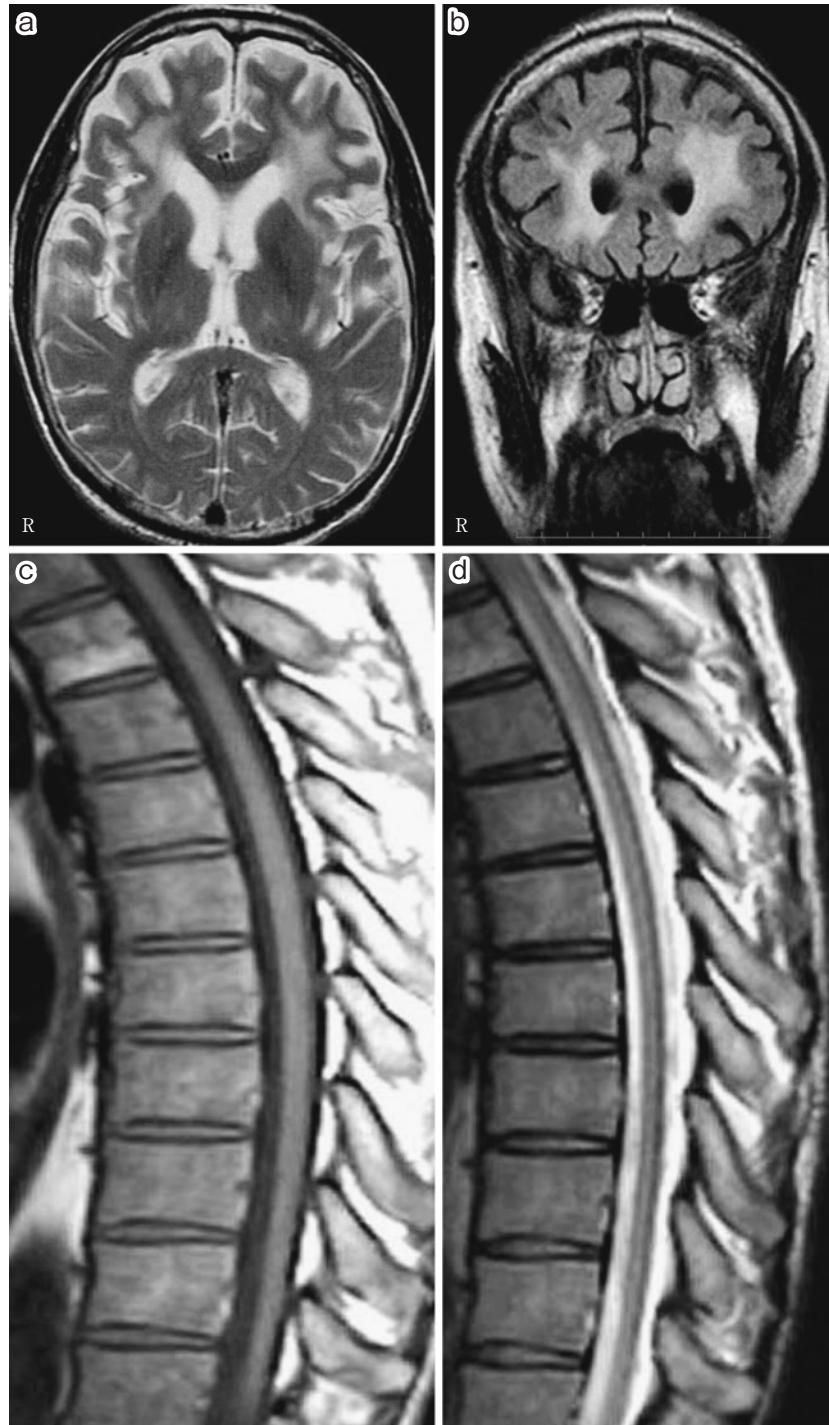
Brain MRI. Axial T₂-weighted image (a; 1.5T, TR 3,100ms/TE 119.0ms) and Coronal fluid attenuated inversion recovery (FLAIR) image (b; 1.5T, TR 11,002ms/TE 82.5ms) show high intensity areas in the deep white matter dominantly in the frontal lobes. T₁-weighted image (c; 1.5T, TR 695ms/TE 10.0ms) and T₂-weighed image (d; 1.5T, TR 3,800ms/TE 120ms) show diffuse atrophy of the spinal cord.
